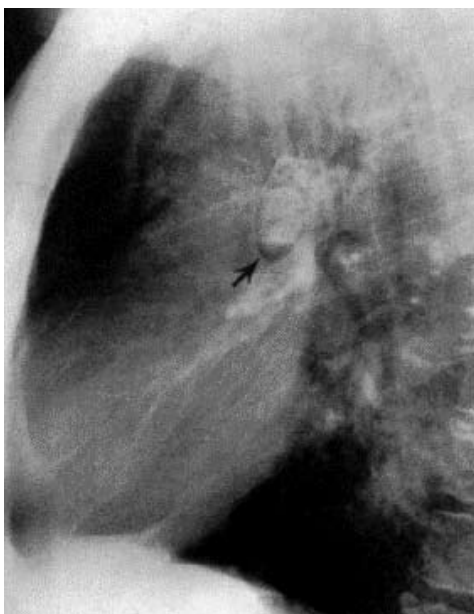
箭頭顯示Ring around the artery sign (Adapted with permission from the Am J Roentgenol.)
